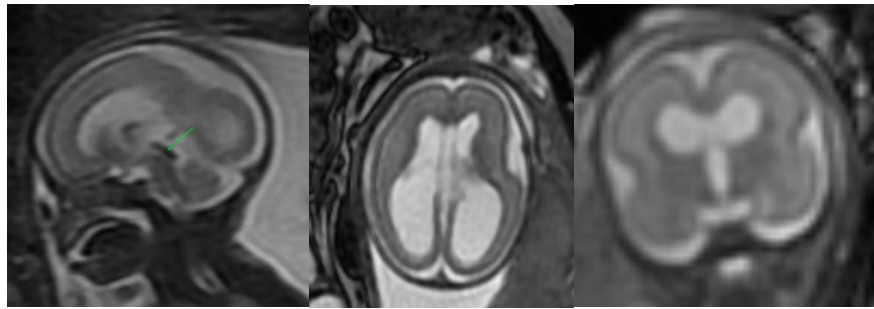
Гидроцефалия плода на 24 нед. гестации, данные МРТ; визуализируется выраженная гидроцефалия тяжёлой степени; блок ликвороциркуляции локализуется на уровне водопровода мозга (aqueductus cerebri) – указан зелёной стрелкой
